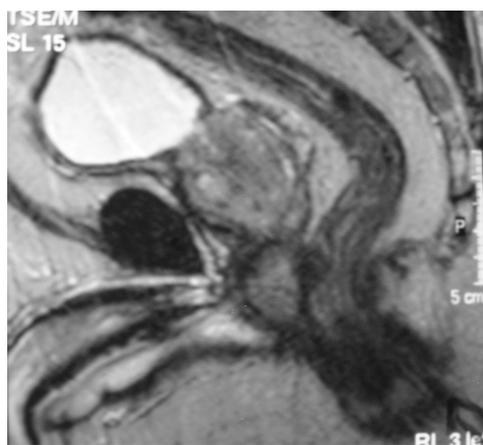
RMN: se aprecia disminución del tamaño tumoral tras la quimioterapia.
